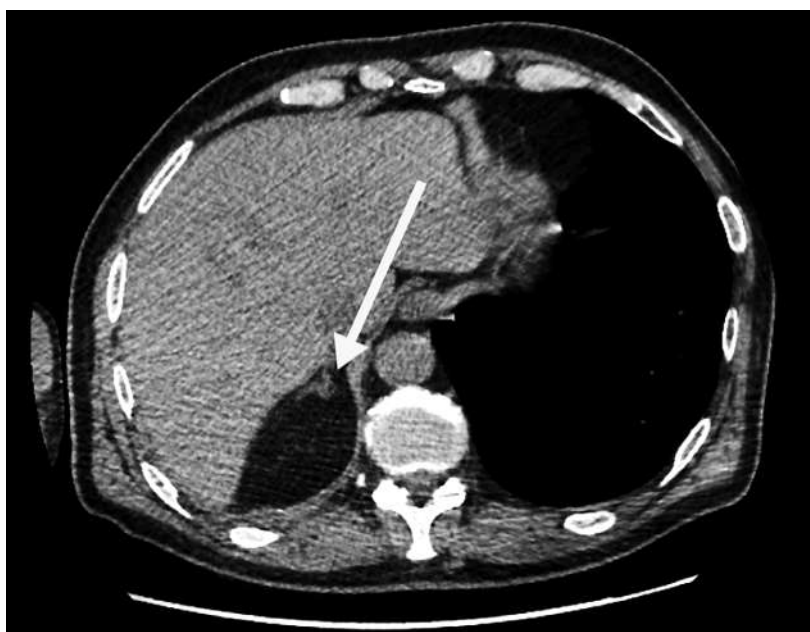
Контрольная МСКТ органов брюшной полости от 22.07.2022. Состояние после левосторонней адреналэктомии. Визуализируется правый надпочечник с объемным образованием.
